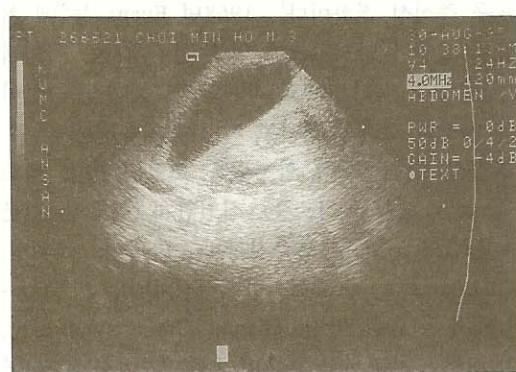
Abdominal sonogram showing thickened gallbladder wall and surround echoluent rim.
